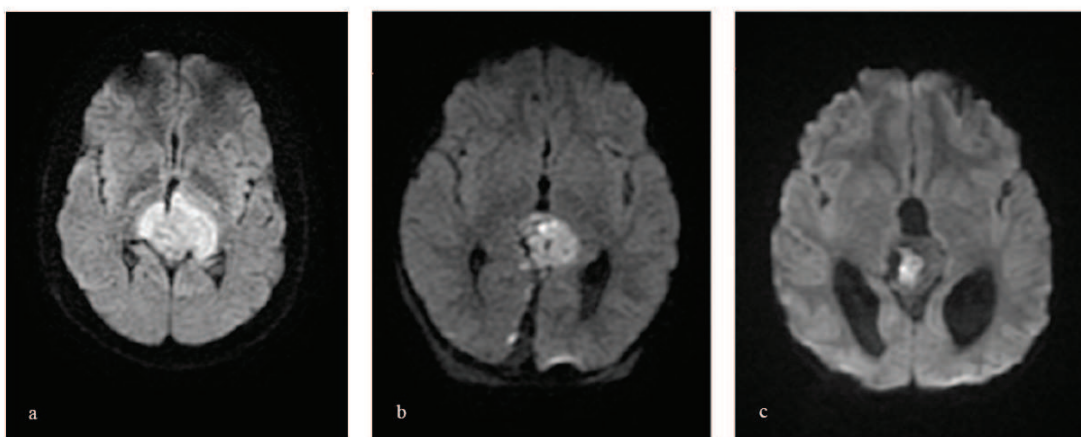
IRM cérébrale en séquence diffusion, coupes axiales, montrant un germinome (a) et un pinéaloblastome (b), lésions malignes apparaissant en hypersignal et un tératome mature (c) apparaissant en hyposignal.
